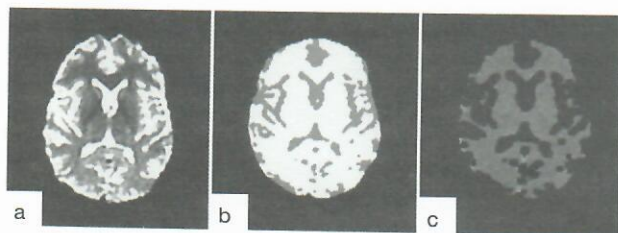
Example of MRI diffusion weighted images (DWI) in a 27 year-old woman with RRMS. Echoplanar DWI is performed generating trace images with a b-factor of 1000 and 0  $s/mm^2$  applied in three orthogonal directions (a). Skull and non-brain tissues are stripped from T2-weighted image (WI) (a). T2-WI is then segmented into parenchyma and cerebrospinal fluid (CSF) compartments (b). CSF is then removed, and parenchyma is eroded in 3D to correct for partial volume effects. Finally, the eroded parenchyma mask is used as a mask for the mean diffusivity map (c).
